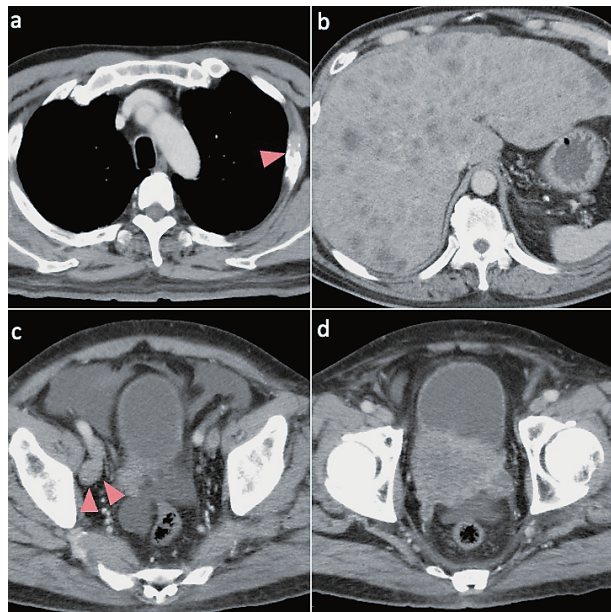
CT scans at the time of initial visit show an osteolytic lesion on the left fourth rib (a: arrowhead), numerous hepatic metastases (b), right extra-iliac lymph node metastases (c: double arrowheads) and an irregularly enlarged prostate (d).
